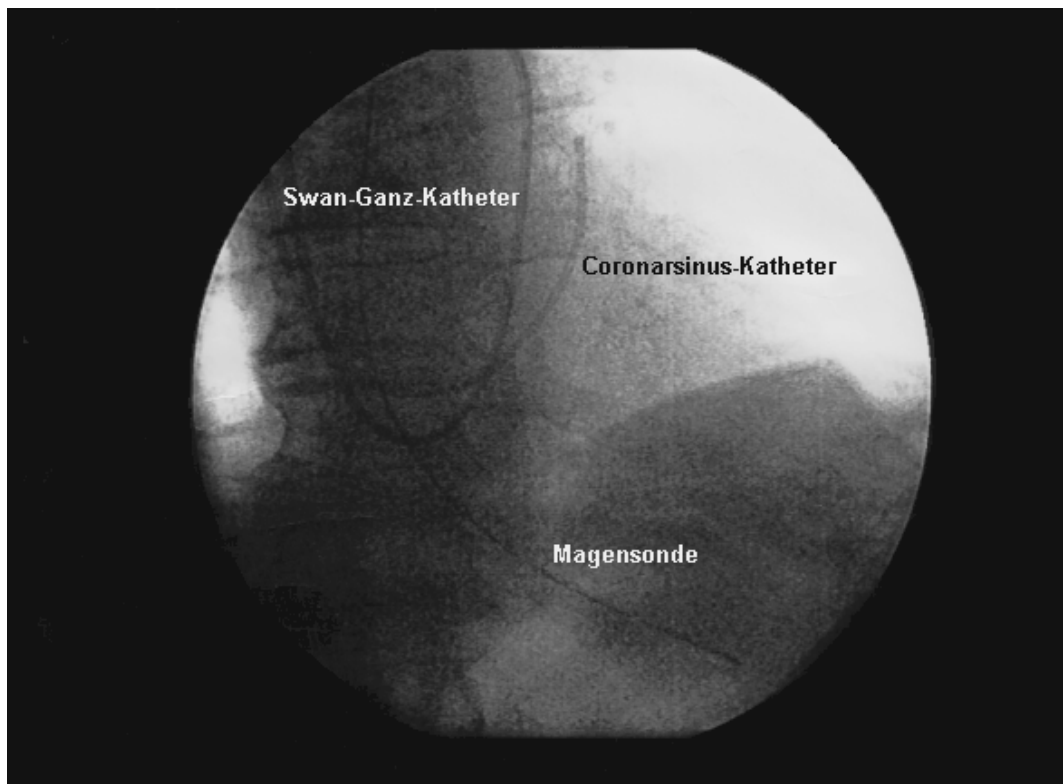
Röntgenbild des Herzens zur Kontrolle der korrekten Lage des Coronarsinuskatheters: der Katheter sitzt tief im Coronarsinus, die Spitze zeigt nach links oben; zusätzlich stellen sich Swan-Ganz-Katheter und Magensonde dar
